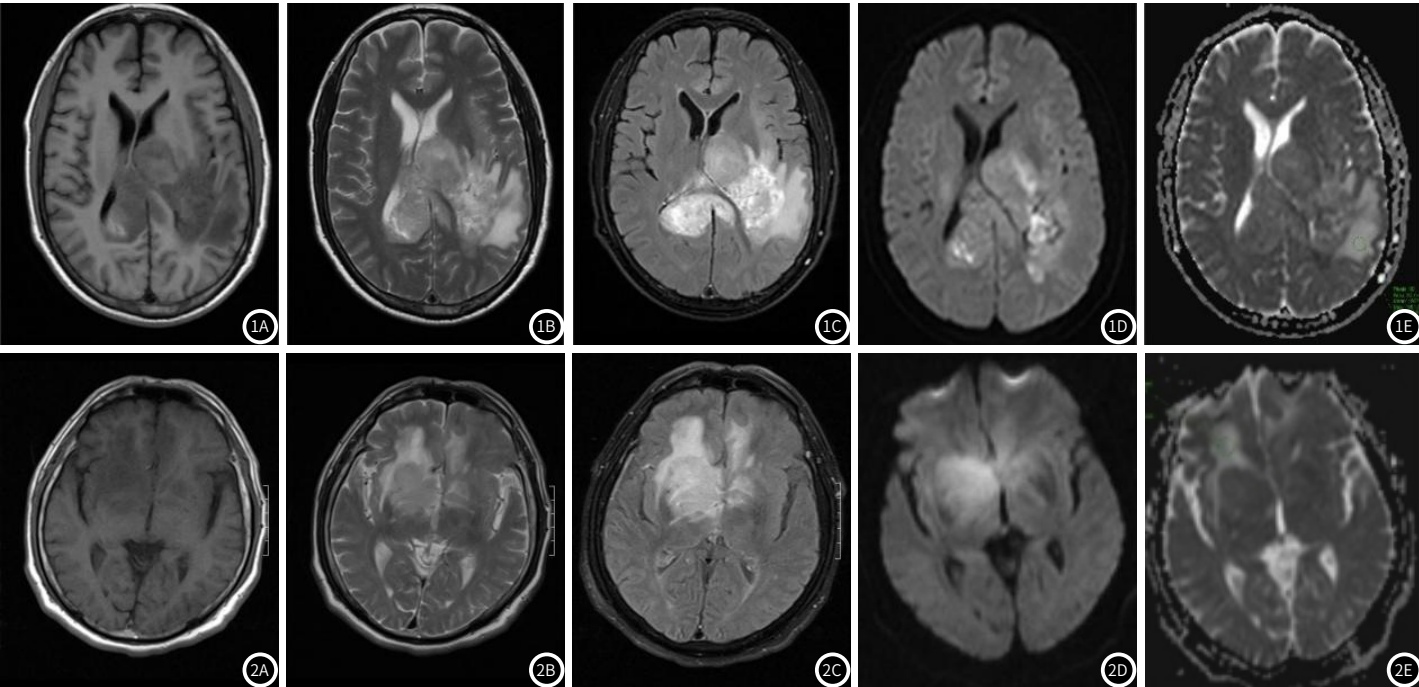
图1B 男, 55岁, 胶质母细胞瘤。T₁WI (A) 肿瘤呈低信号, T₂WI (B) 呈高信号, 周围可见大片状水肿带, T₂-FLAIR (C) 增强呈显著不均匀强化, 与瘤周水肿分界清楚, DWI (D) 呈高信号, ADC (E) 呈稍高信号。
